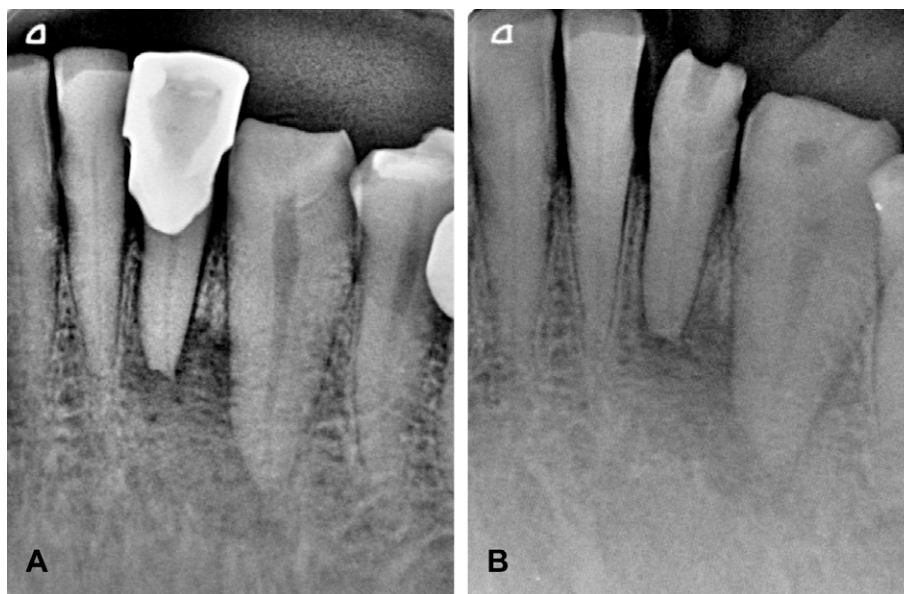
Radiografías dentoalveolares de los dientes 32 y 33.
